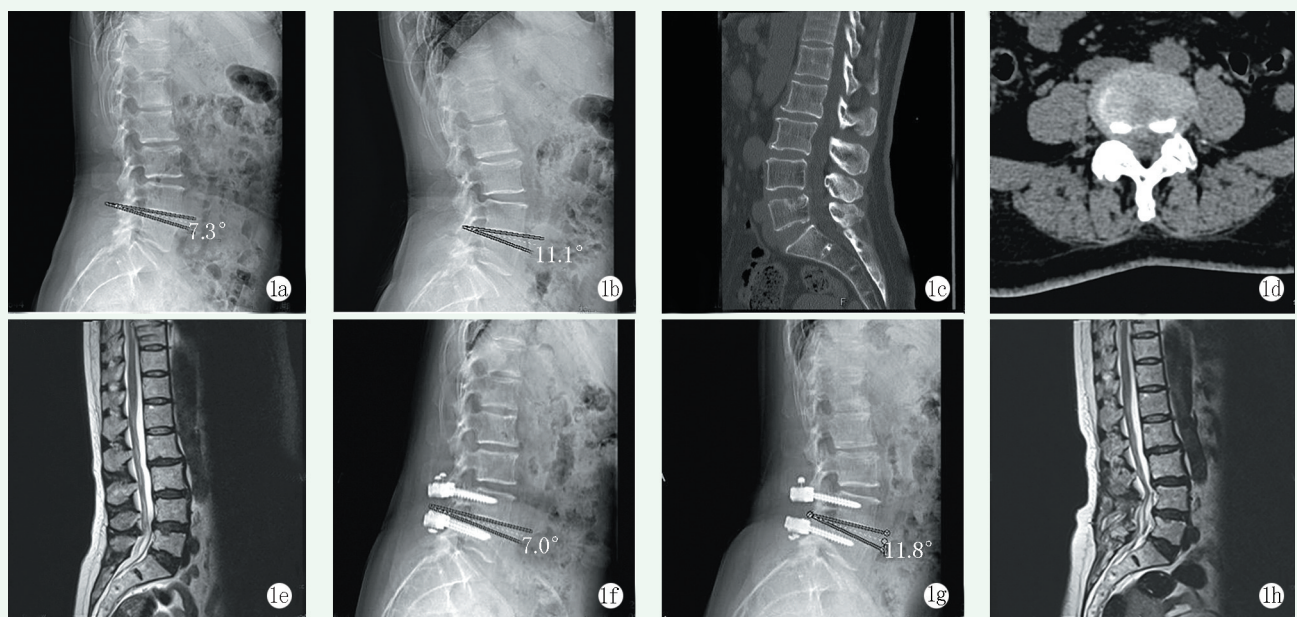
患者, 女, 64岁, 因“间断腰痛伴左下肢麻木3年, 加重伴双下肢乏力1年”入院, 于本院进行手术治疗 1a: 术前腰椎过屈位X线片示L₄椎体下缘与L₅椎体上缘夹角为7.3° 1b: 术前腰椎过伸位X线片示L₄椎体下缘与L₅椎体上缘夹角为11.1°, ROM为3.8° 1c: 术前腰椎矢状面CT示L₅椎体上缘凹陷 1d: 术前腰椎横断面CT示腰椎间盘左侧突出, 椎管狭窄 1e: 术前腰椎矢状面磁共振示固定节段、上、下邻近节段Pfirrmann分级均为III级 1f: 术后12个月腰椎过屈位X线片示L₄椎体下缘与L₅椎体上缘夹角为7.0° 1g: 术后12个月腰椎过伸位X线片示L₄椎体下缘与L₅椎体上缘夹角为11.8°, 固定节段ROM为4.8° 1h: 术后12个月腰椎矢状面磁共振示固定节段、上、下邻近节段Pfirrmann分级均为III级, 较术前无明显变化
